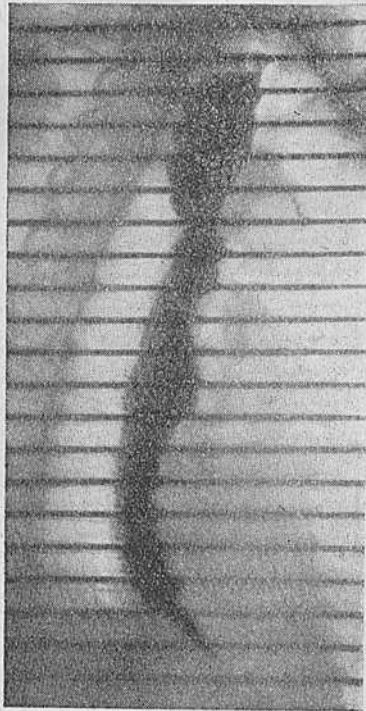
Та же больная. Рентгенокинограмма. Выраженные перистальтические зубцы на протяжении всего пищевода.
